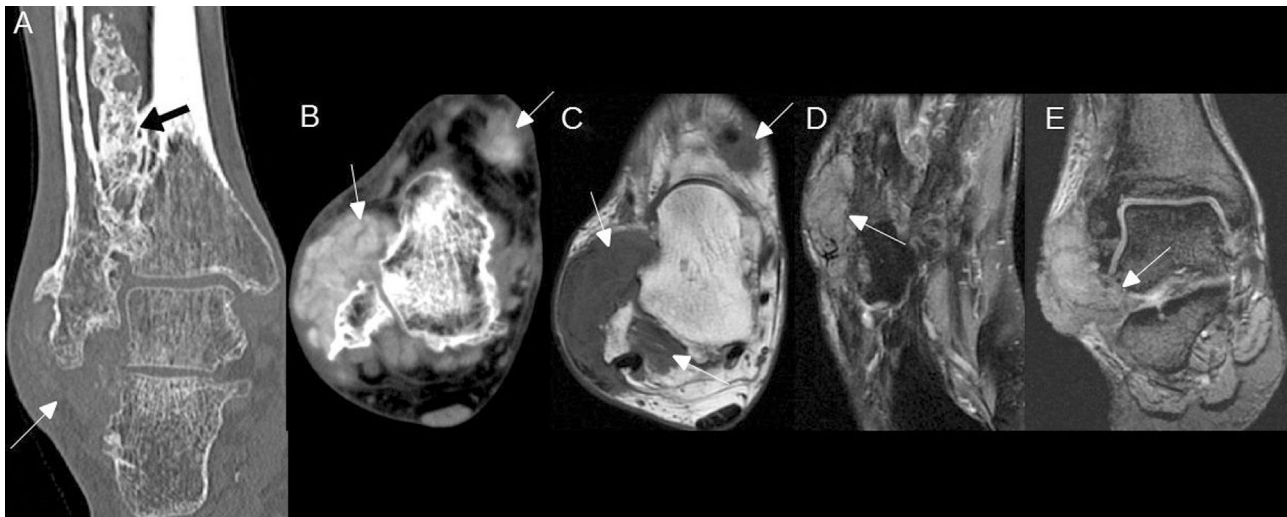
OCS extraarticular extensa. A) TC sin contraste en plano coronal que muestra extensa calcificación irregular en la membrana interósea (flecha negra) y masa de partes blandas en cara lateral del tobillo con escasa mineralización (flecha blanca). B) TC sin contraste en plano axial que muestra masas de partes blandas en cara dorsal y en cara lateral del tobillo, con incipiente mineralización difusa (flechas). C) RM con secuencia axial T1 sin contraste que muestra las mismas masas que en B (flechas), isointensas con respecto al músculo. D) RM con secuencia axial DP Fat Sat, que muestra una masa de partes blandas adyacente a la base del quinto metatarsiano, de intensidad de señal intermedia por incipiente mineralización difusa (flecha). E) RM con secuencia coronal T2 GRE que muestra la masa de partes blandas en cara lateral del tobillo extendiéndose al seno del tarso (flecha).
